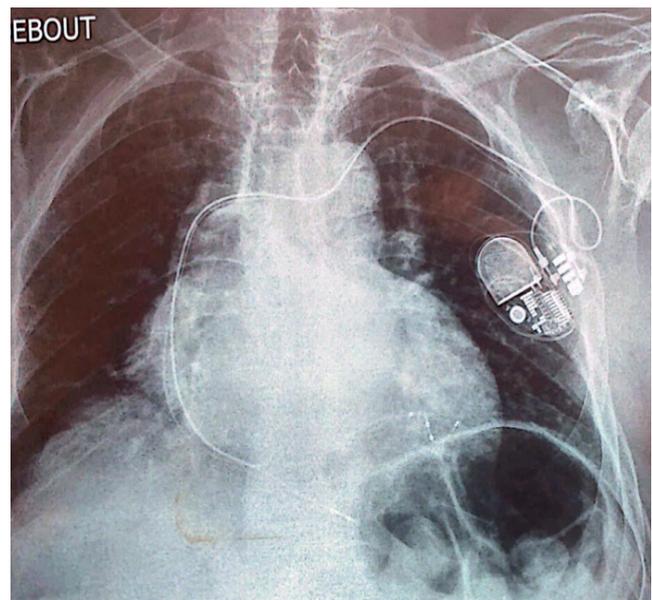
Radiographie du thorax en antéropostérieure. La sonde ventriculaire droite est en position apicale et la sonde ventriculaire gauche est dans la branche postérolatérale du sinus coronaire. On note une cardiomégalie et un mégacolon.
